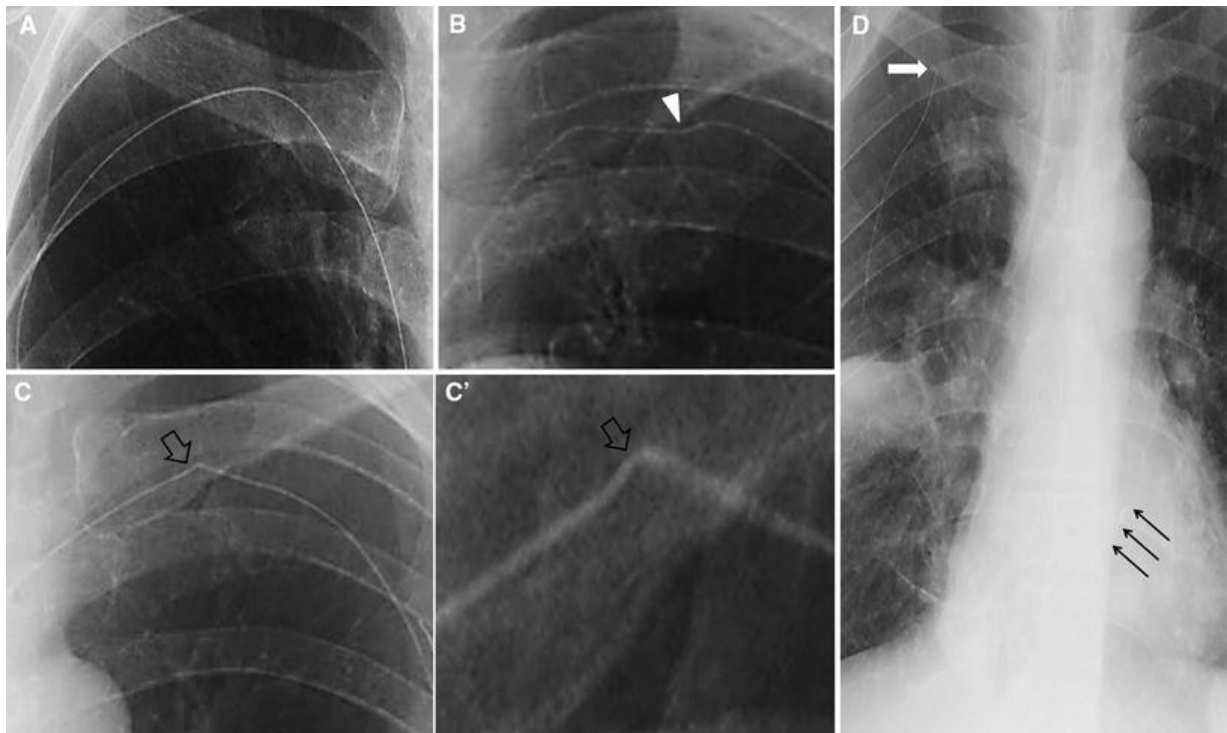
Röntgenbilder zum Grading des Pinch-off-Syndroms, A: POG-0: normale Lage;
